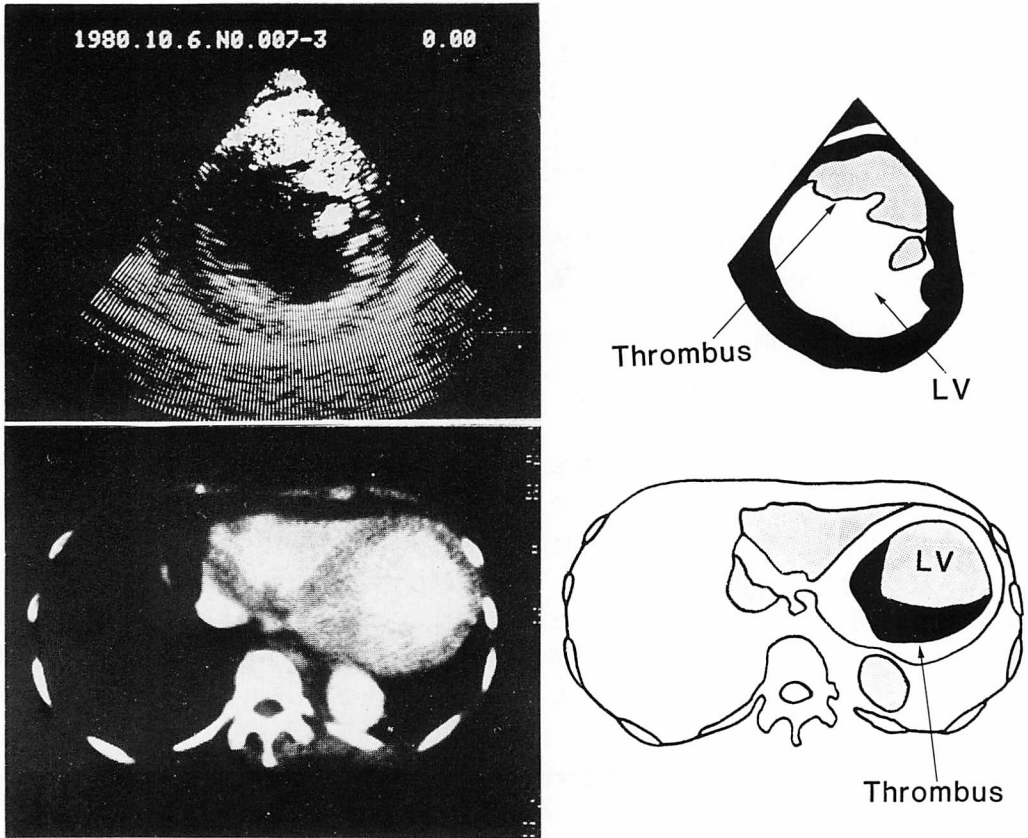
Cross-sectional echocardiogram (CSE) and computed tomogram of Case 3 indicating a mass of echo different from the adjacent myocardium.
